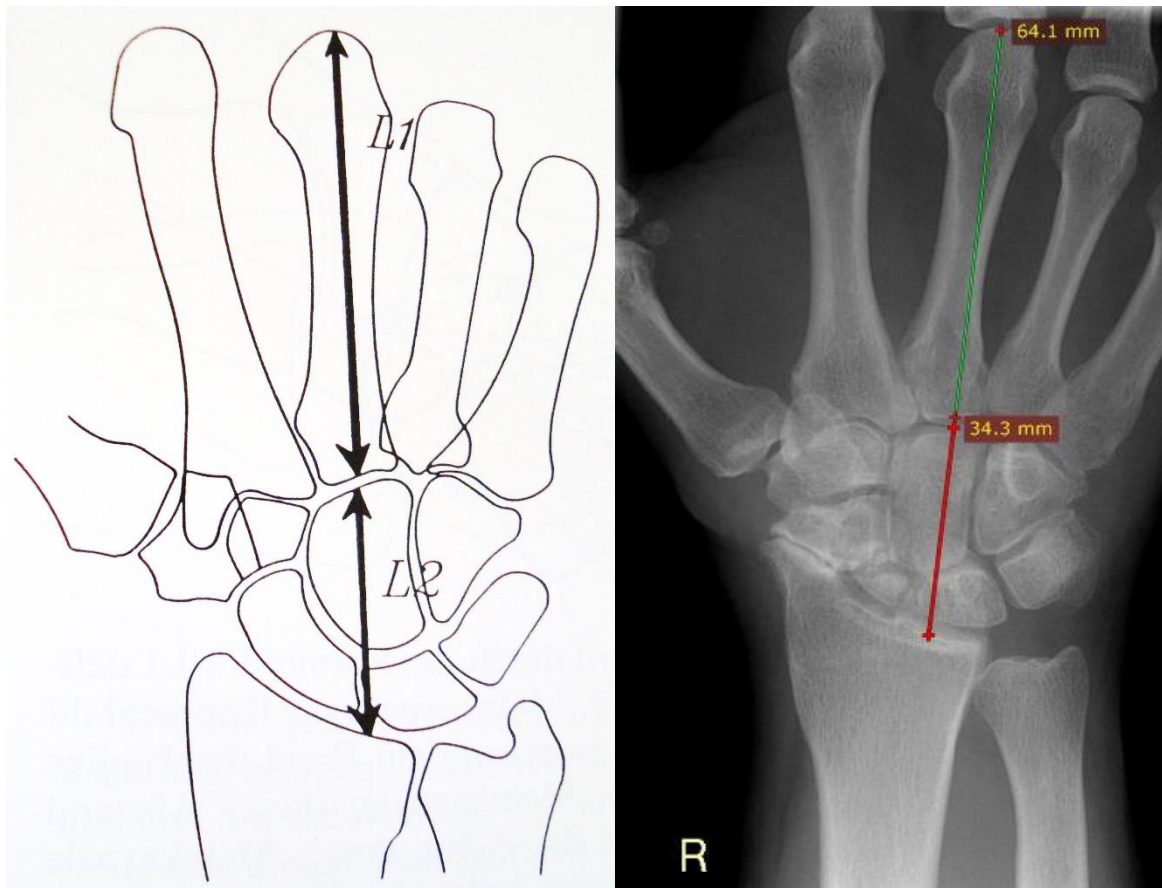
Die Berechnung des Höhenindex nach Youm aus dem Quotienten der Handwurzellänge (hier L2) und der Länge des Metacarpale III (hier L1) in der ap Röntgenaufnahme:
